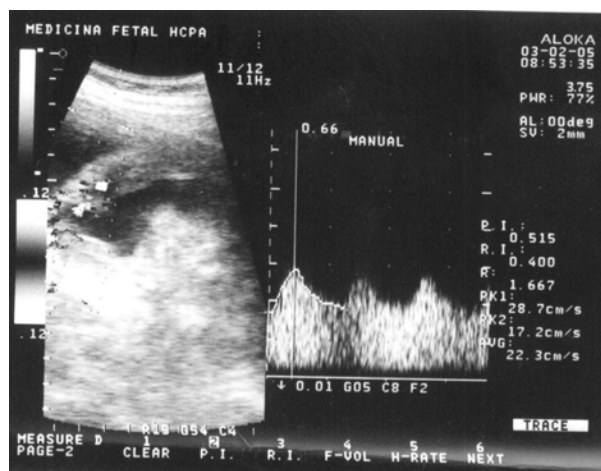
Ecografia realizada dois dias após a primeira avaliação, evidenciando parede tumoral com intensa vascularização e, junto à parede uterina, líquido livre no abdome materno.
